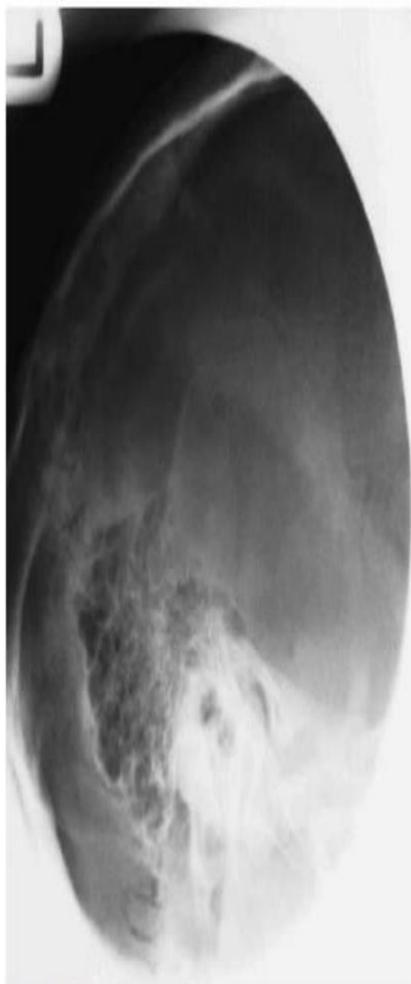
Lateral oblique 25° caudal radiograph of the left mastoid.
